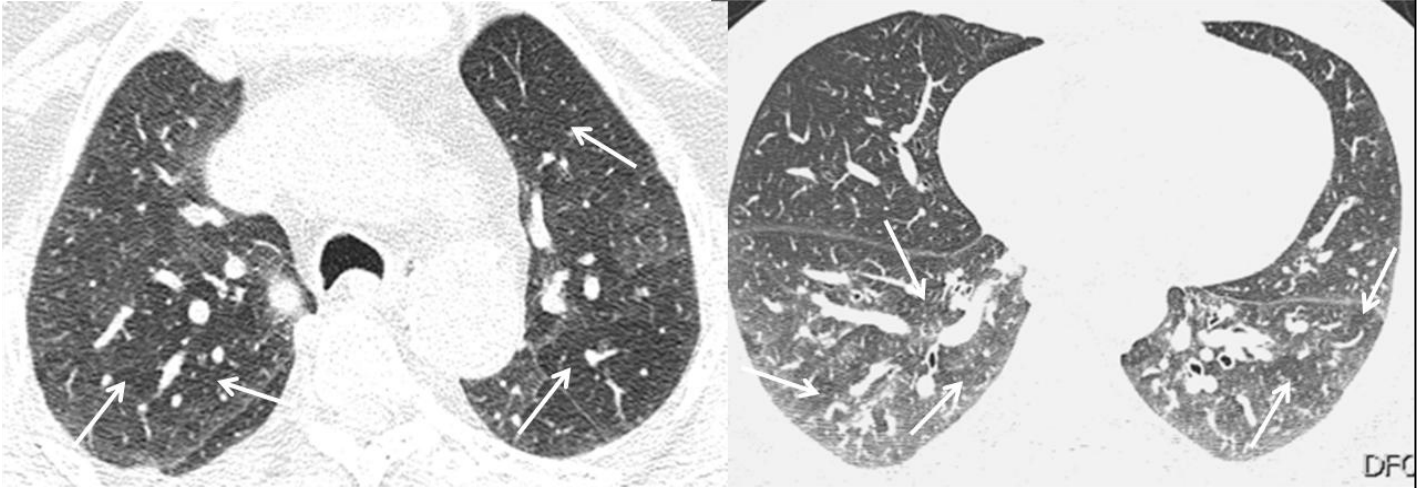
Ασθενείς ομάδας ελέγχου με διάμεση πνευμονοπάθεια (RA-ILD). Στις εκπνευστικές HRCT λήψεις, στο επίπεδο των πνευμονικών βάσεων διακρίνονται διάσπαρτες περιοχές παγίδευσης αέρα (λευκά βέλη).
